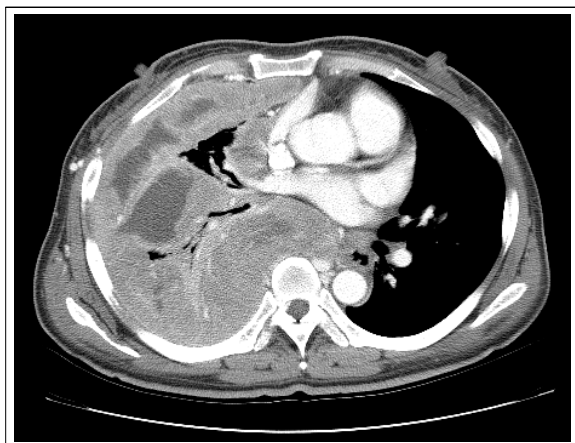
The following chest CT scan shows tumor progression after first line chemotherapy with gemcitabine/cisplatin. Large soft tissue mass of right pleura with multifocal loculated effusion compress lung parenchyma. No remarkable mediastinal lymph node enlargement is seen.
